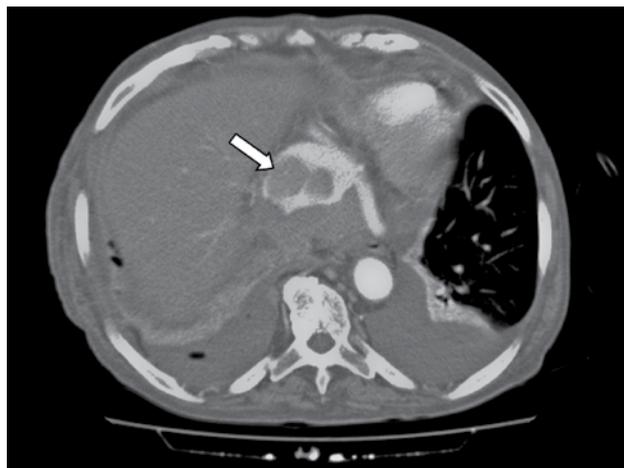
Imagem de TC Tórax com contraste, corte axial: Lesão ocupante de espaço na AD com derrame pleural bilateral.
